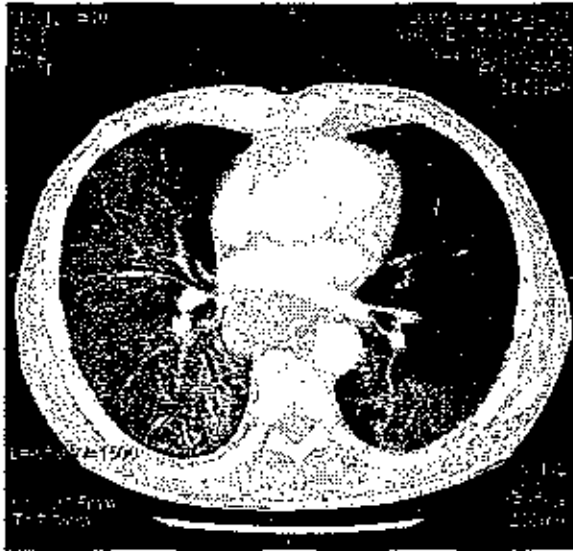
抗癌薬による肺障害の HRCT 像、DAD の器質化から線維化に相当する。
